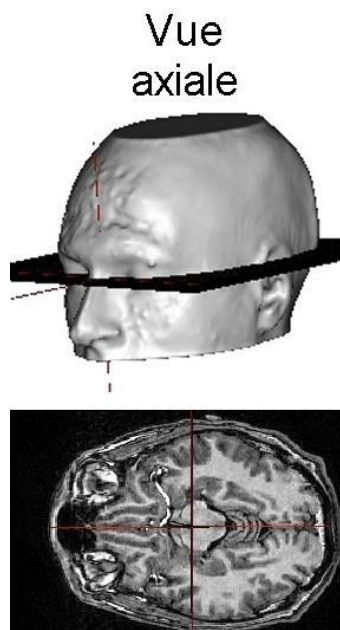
Coupe axiale d'une IRM cérébrale [13].
